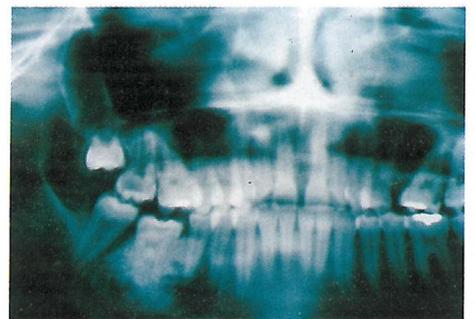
Radiografia panorâmica com massa radiopaca aderida à raiz do dente 17
